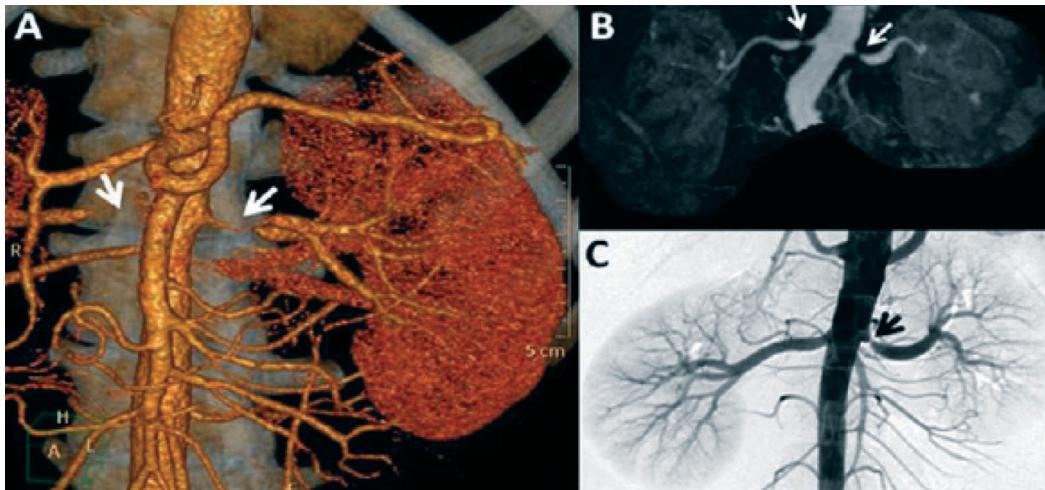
Exames de imagem na doença renovascular isquêmica: (A) angiotomografia mostrando estenose renal bilateral (setas); (B) angiorressonância magnética evidenciando estenose renal bilateral (setas) e (C) arteriografia renal (padrão-ouro) com evidência de estenose renal esquerda (seta)
